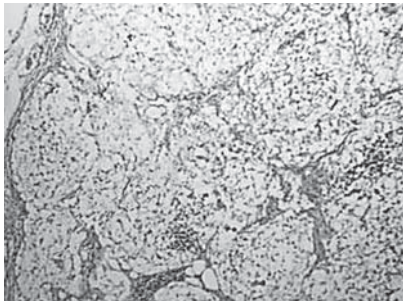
Диффузная інфільтрація КТ парааортального лімфоузла
